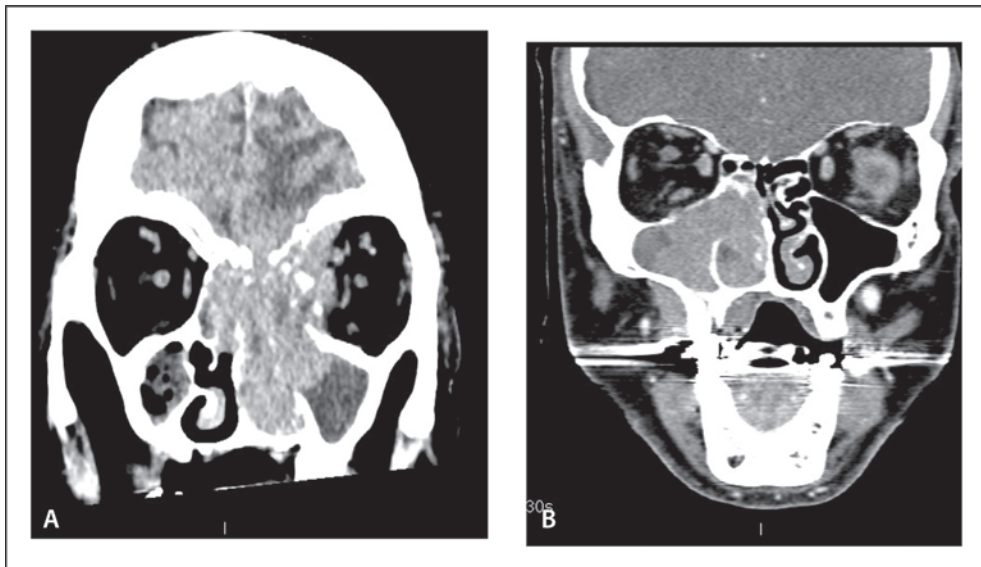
TDM du massif facial, injecté, en coupe coronale (A) montrant une lyse osseuse de la base du crâne et de la paroi orbitaire interne par une tumeur ethmoïdo-maxillaire, ici un lymphome de stade IV Ann Arbor, une tumeur maligne du sinus maxillaire droit, ici un lymphome B diffus à grandes cellules (B).
